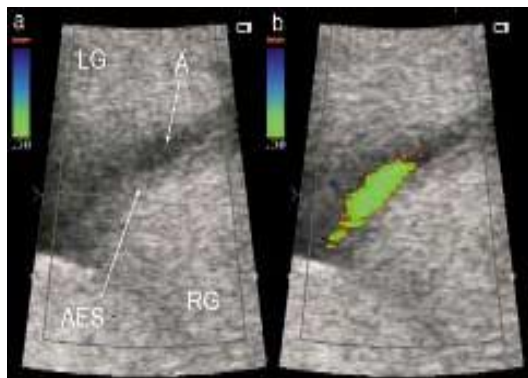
(a) Image échographique à 33SA montrant l'anus (A) et les fessiers gauche (LG) et droit (RG) avant défécation. AES : anal external sphincter. (b) Même plan de coupe, durant la défécation, visible en Doppler couleur. D'après le rapport de cas de Lopez Ramon y Cajal et al, *Ultrasound in Obs and Gyn* (9).
